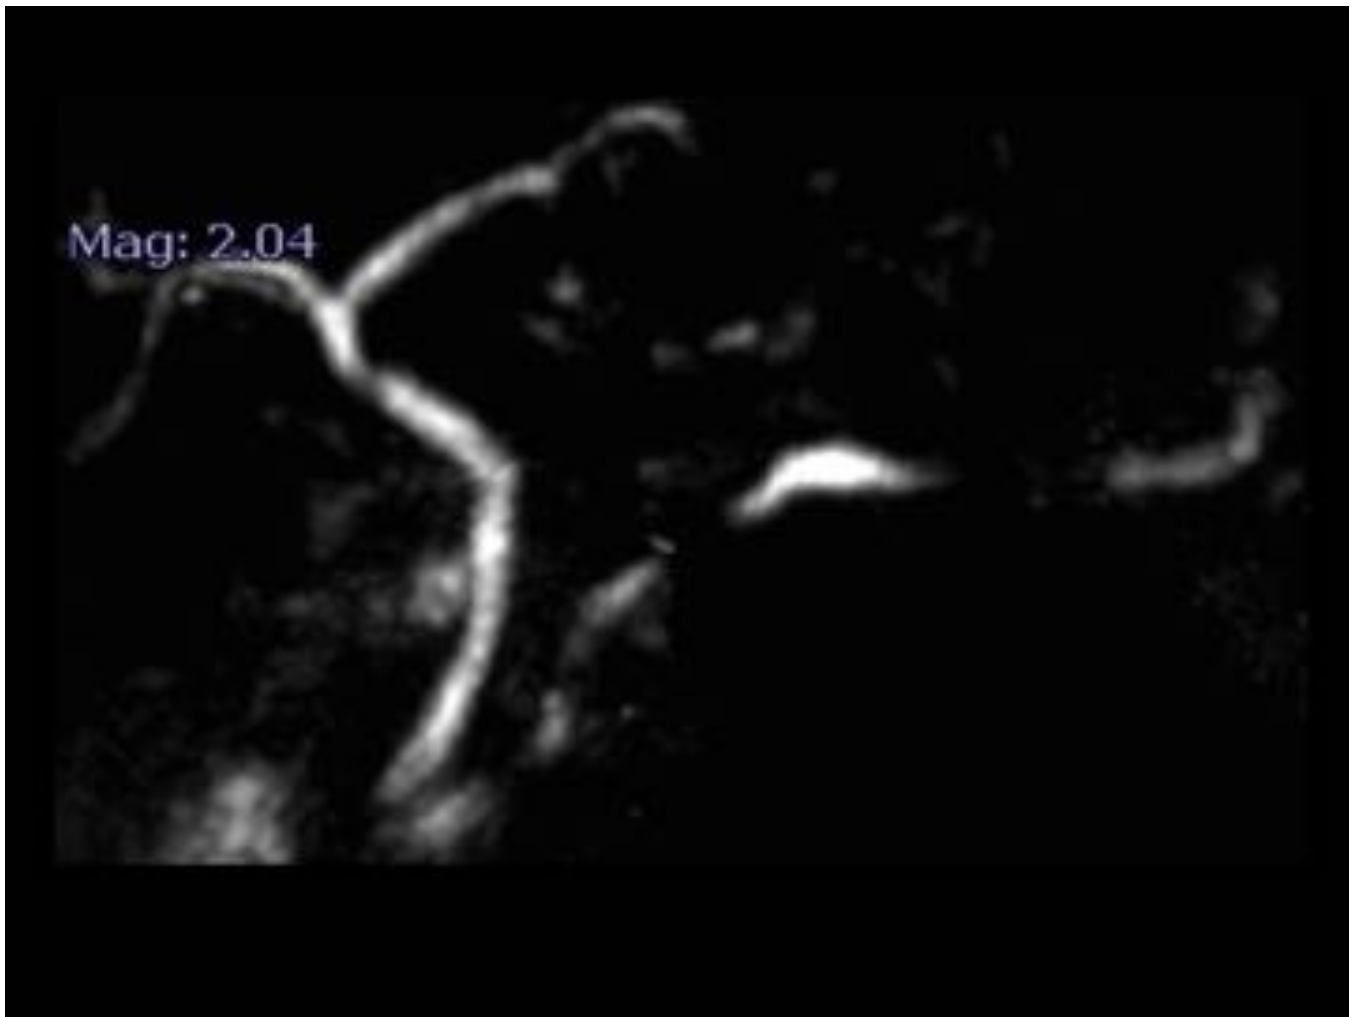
La colangio-RM de la pancreatitis autoinmune multifocal muestra la alternancia de segmentos de estenosis (donde en la RM se evidencia la presencia de las lesiones multifocales) alternados con segmentos de discreta dilatación.
